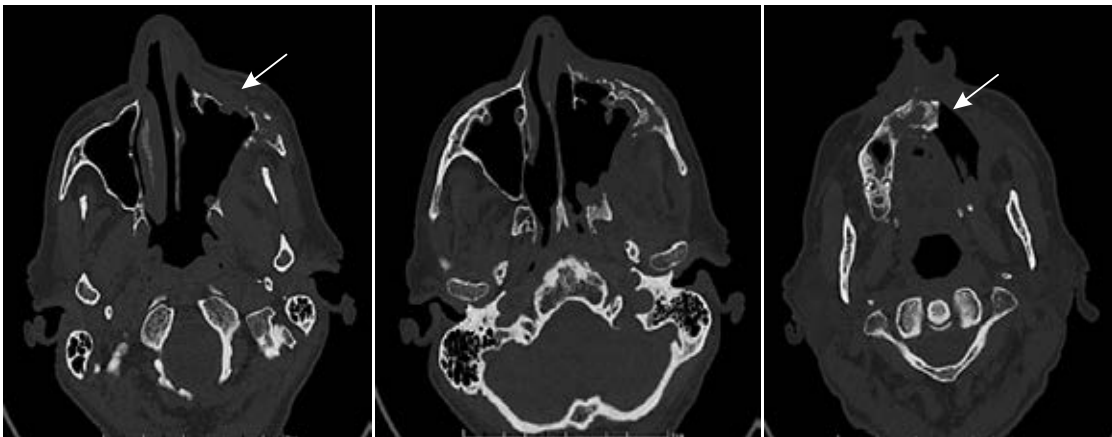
КТ-динамика после хирургического лечения и антимикотической терапии. Уменьшение утолщения и отека мягких тканей лицевой области слева. Склерозирование левой скуловой кости и верхней челюсти слева после частичной резекции (изображения в аксиальной плоскости)
